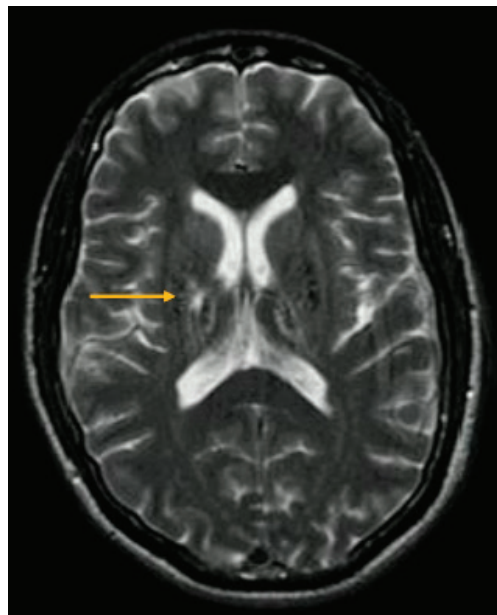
На МРТ T2 ВИ указан стрелкой очаг кальцификации в базальных ядрах
